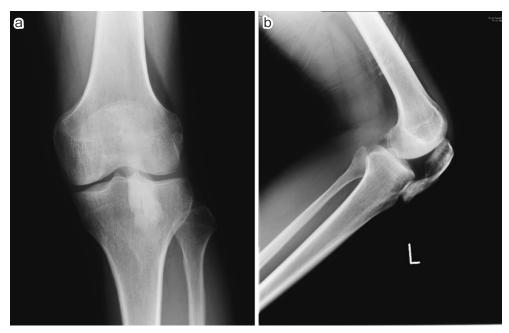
a:X線像(立位正面) b:X線像(側面最大屈曲時)
